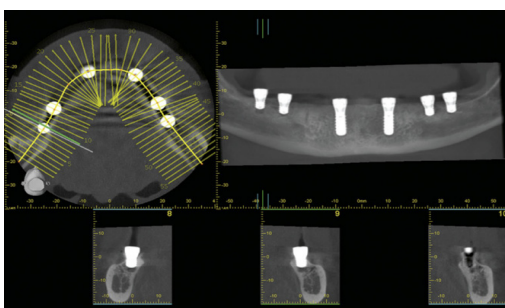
images d'un *Cone Beam*
